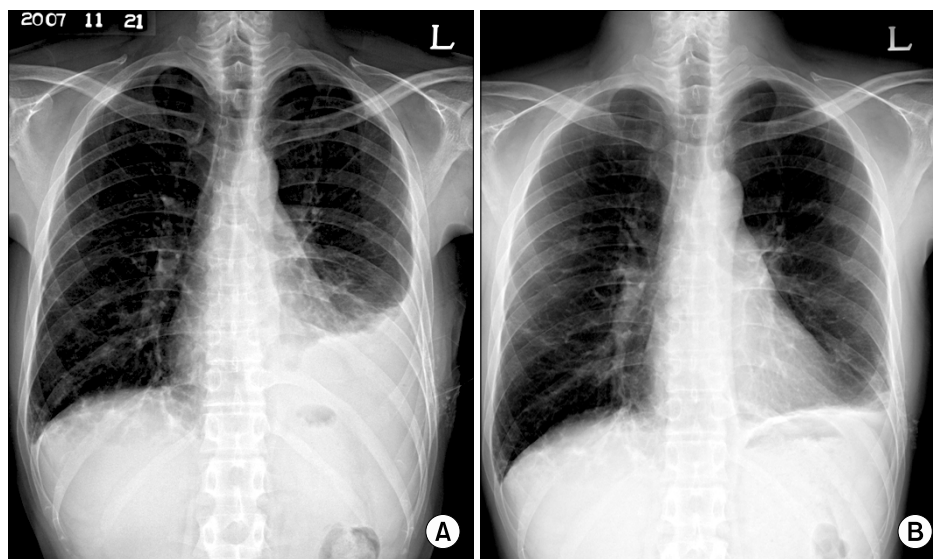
(A) Chest X-ray shows left pleural effusion on admission and (B) decreased left pleural effusion after 8 months.
